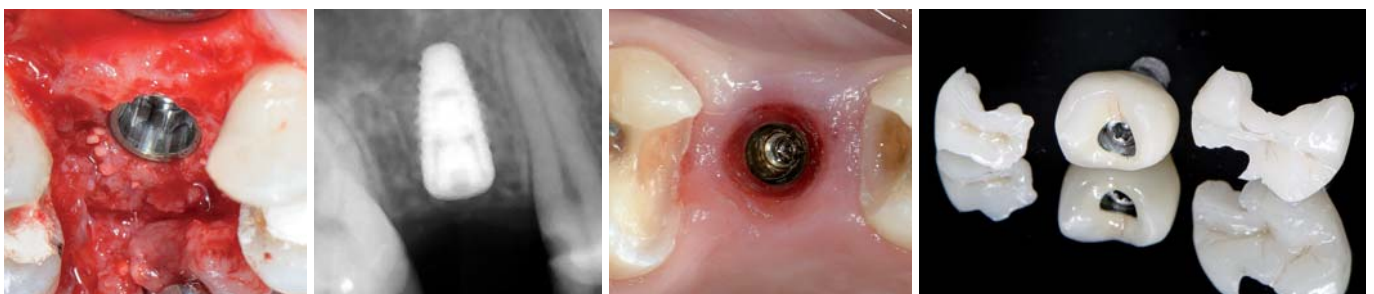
Implantation. – Abb. 22: Röntgenaufnahme nach der Implantation. – Abb. 23: Klinisches Resultat vier Monate nach der Implantation. – Abb. 24: Abschließende Versorgung.
